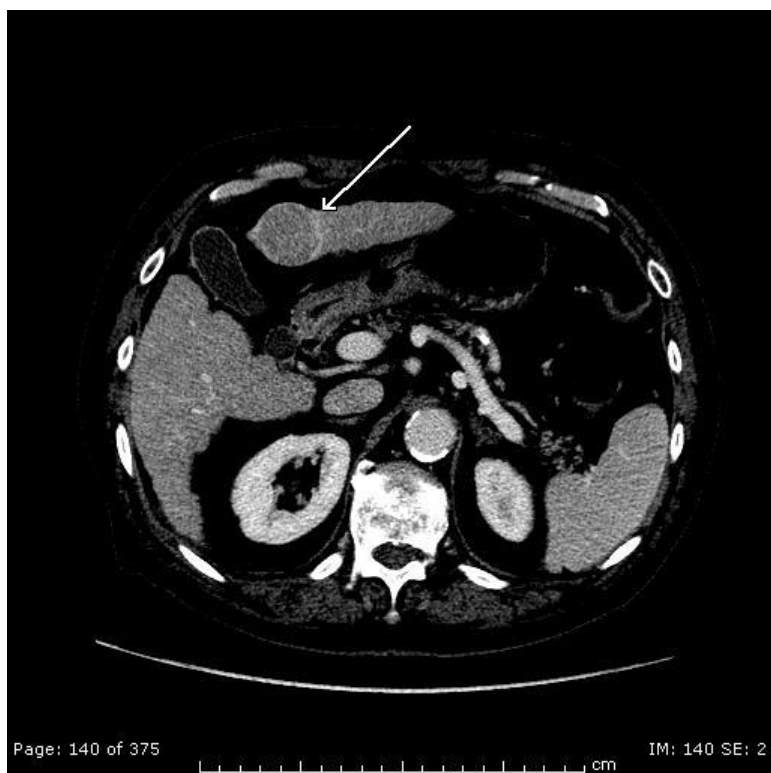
TC con m.d.c. – fase portale
